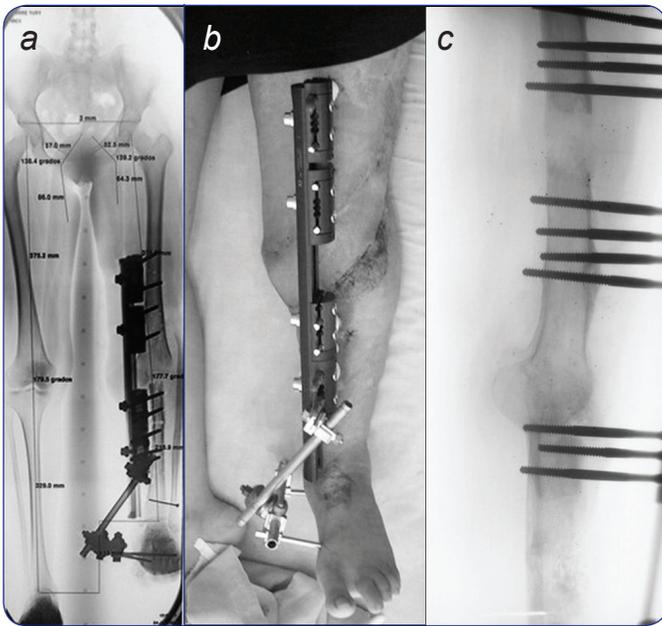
a) Radiografía panorámica con un fijador de transporte; se puede observar un defecto de 11 cm. b) Paciente con un fijador de transporte tipo Orthofix® anterior con extensión al pie. c) Radiografía 12 meses después; se observa contacto en la artrodesis.
